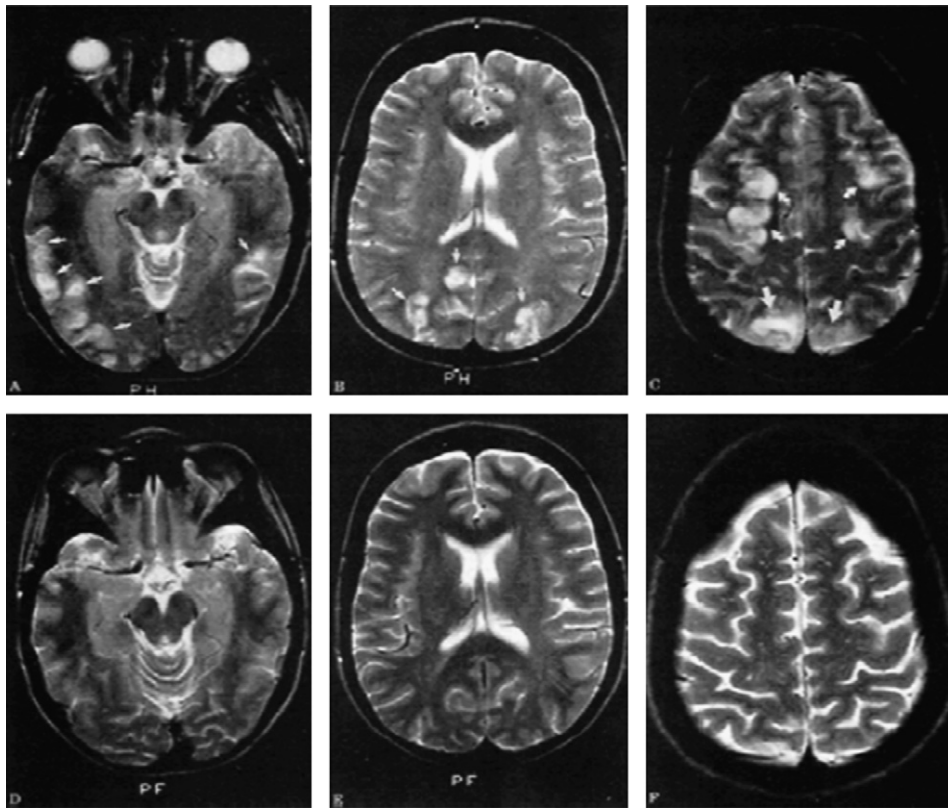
La leucoencéphalopathie postérieure réversible en IRM cérébrale en séquences T2, FLAIR et diffusion. Les lésions des lobes occipitaux et pariétaux (petites flèches blanches, première rangée) sont réversibles (deuxième rangée). Ici, un cas observé au cours d'un purpura thrombotique thrombocytopénique (d'après Bakshi et al. [45]).
